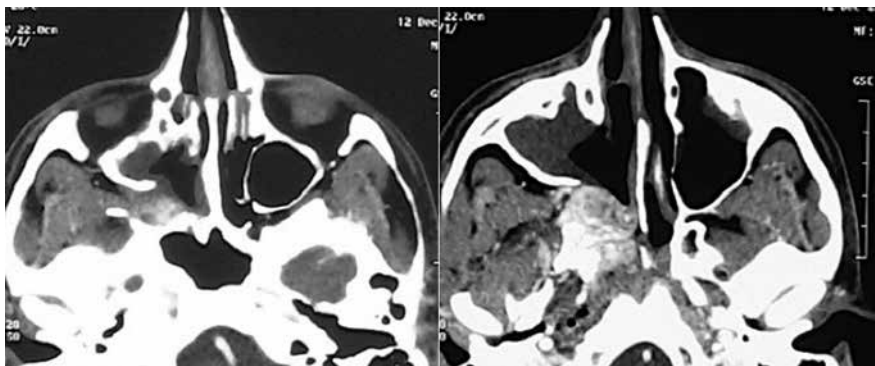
МСКТ с внутривенным контрастированием пациента Г., 19 лет, с рецидивом ЮАОЧ, аксиальные проекции. Удалена медиальная стенка верхнечелюстной пазухи, опухоль активно накапливает контрастный препарат, отмечается расширение правого клиновидно-небного отверстия справа, латеральные границы ангиофибромы видны нечетко
